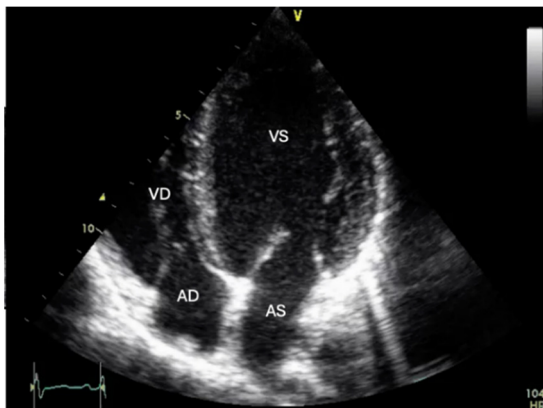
Incidență apical 4C; VS – ventricul stâng, VD – ventricul drept, AS – atriu stâng, AD – atriu drept;
